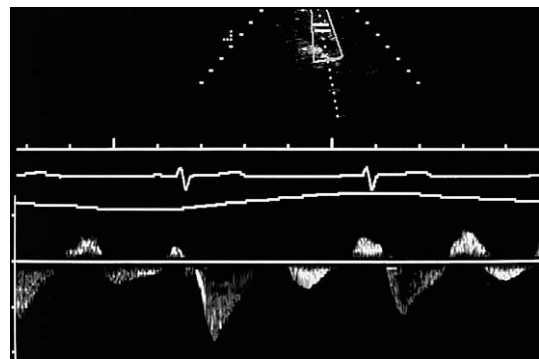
Espectro Doppler en un paciente con cirrosis alcohólica grave. La velocidad en la vena porta ha disminuido, aunque el flujo sigue siendo hepatópeto durante la mayor parte del ciclo cardíaco. Obsérvese, sin embargo, la marcada periodicidad, que coincide con la sístole en la arteria hepática.
